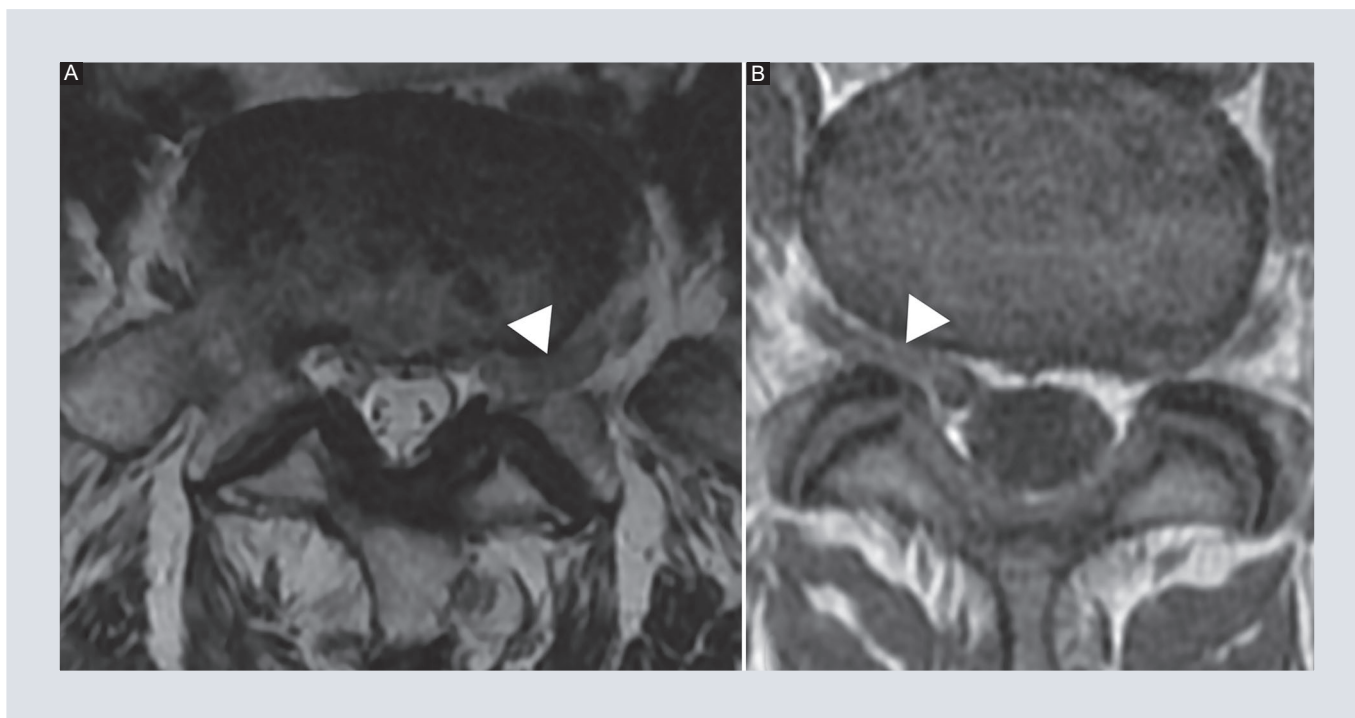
Imágenes de resonancia magnética de dos pacientes con raíz nerviosa conjunta en nivel L5-S1 donde se observa el signo del paralelo. A: imagen ponderada en T2, plano axial, la cabeza de flecha muestra el trayecto foraminal y extraforaminal paralelo de la raíz nerviosa izquierda. B: plano axial, ponderado en T1, la cabeza de flecha muestra el trayecto foraminal y extraforaminal paralelo de la raíz nerviosa derecha.
